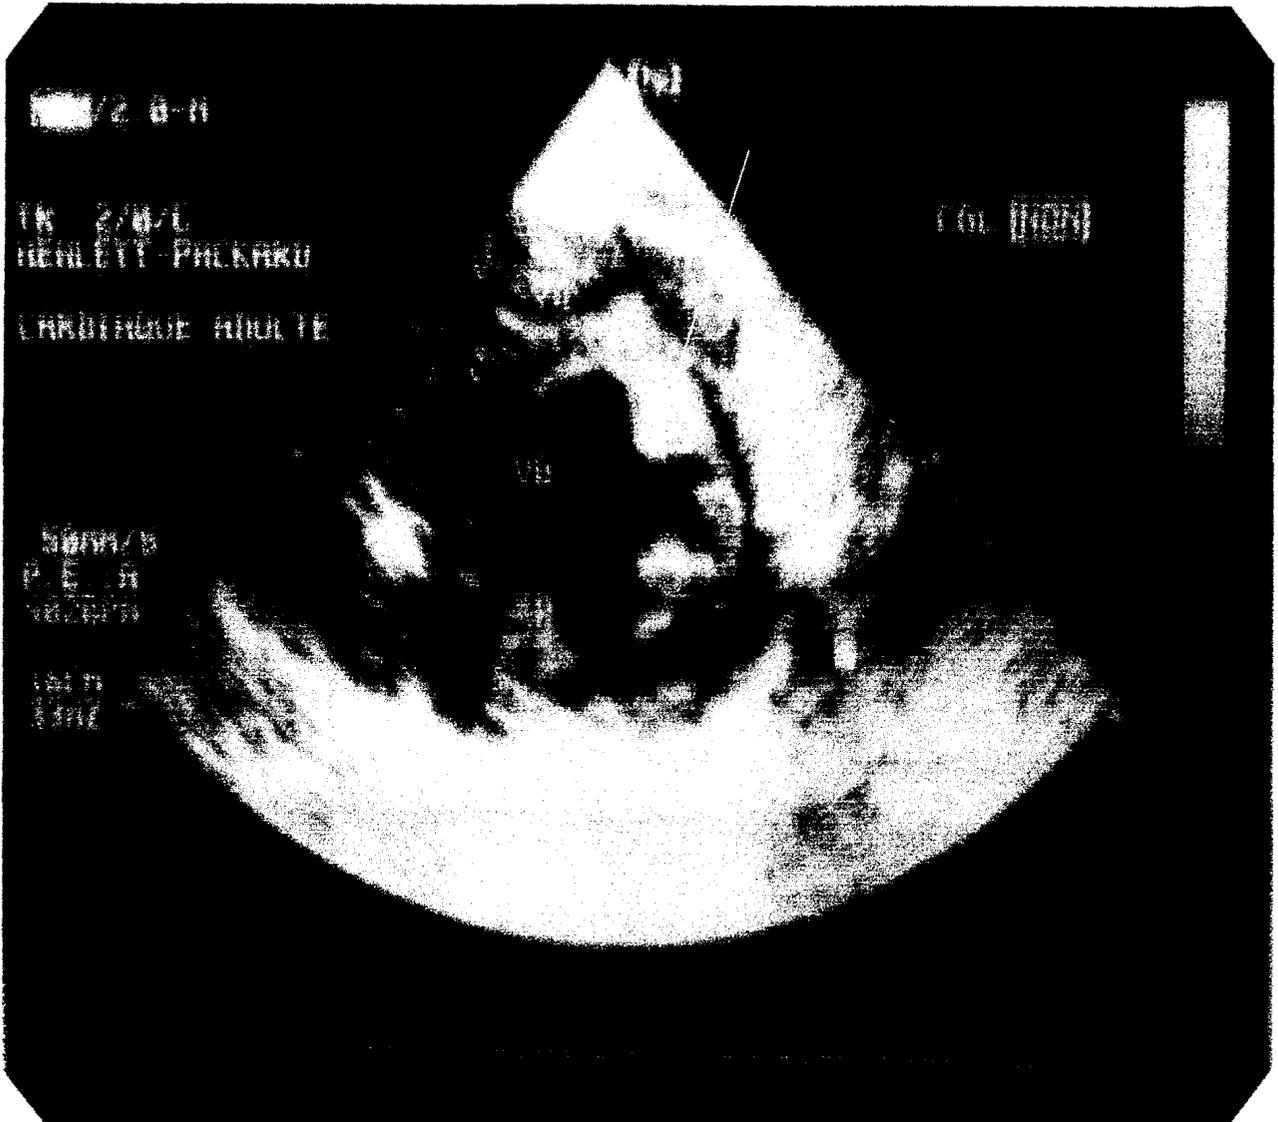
ECHOCARDIOGRAPHIE
